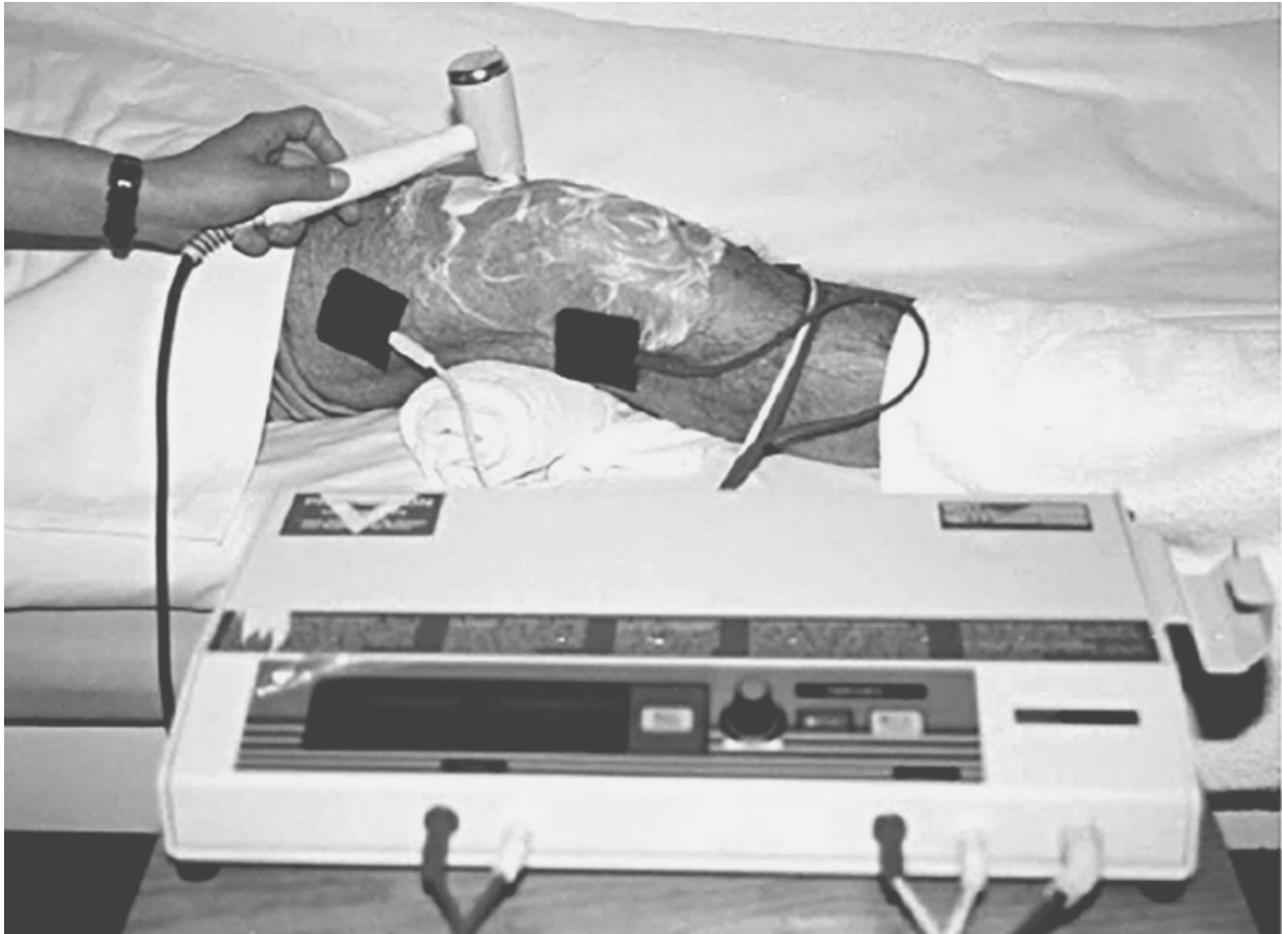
Ultrasonido con cabezal martillo, aplicación conjunta con corrientes analgésicas.
